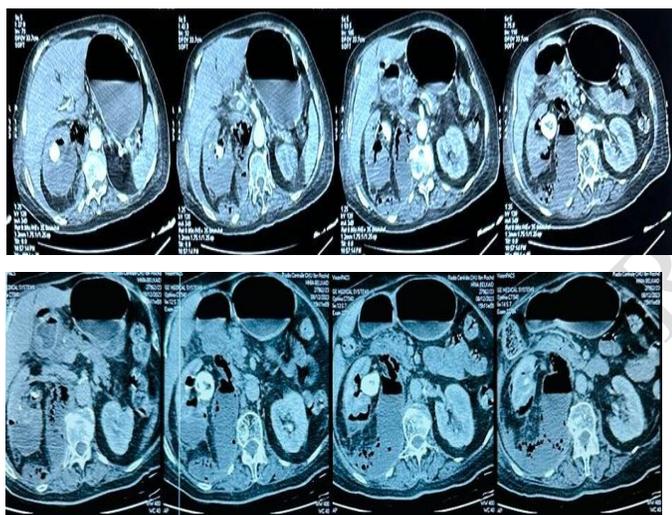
Uro-TDM : Pyélonéphrite emphysémateuse abcédée droite stade 3B
